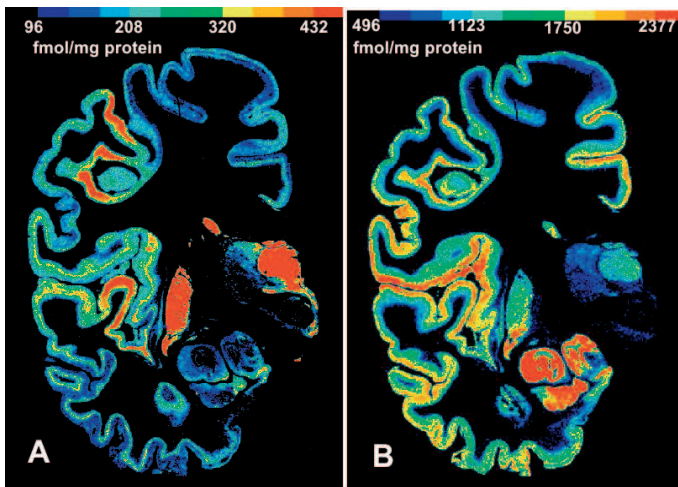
In-vitro*-Autoradiographie der Verteilung von Transmitterrezeptoren (A: muskarinischer M2-Rezeptor; B: glutamaterger NMDA-Rezeptor) im Gehirn des Menschen (Abbildung: Karl Zilles und Mitarbeiter; INB-3).
